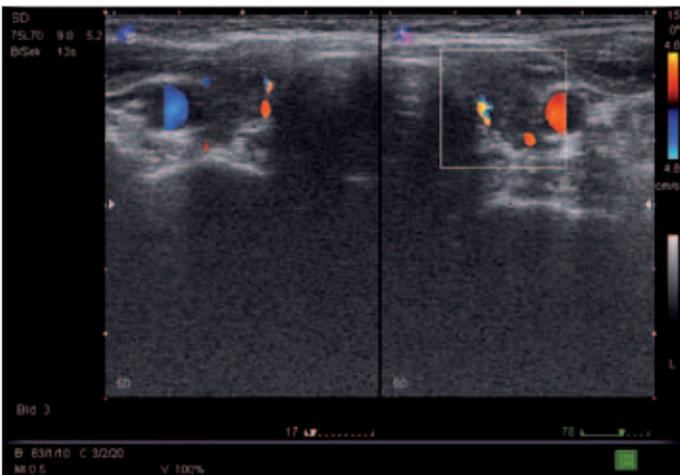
Sonografie (Farbdoppler) einer Hashimoto-Thyreoiditis (mit freundlicher Genehmigung von Jürgen G. Schneider, Nuklearmedizin Klinik „Ob der Tauber“, Bad Mergentheim).
